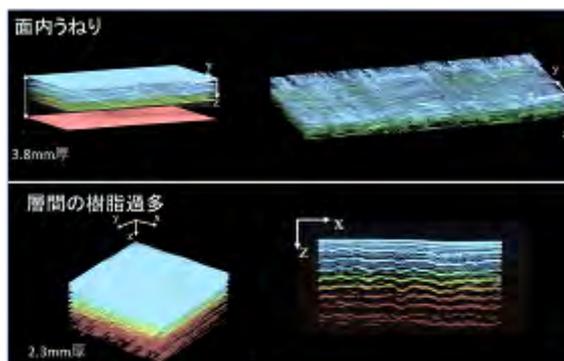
うねり/樹脂過多の供試体の光超音波像
